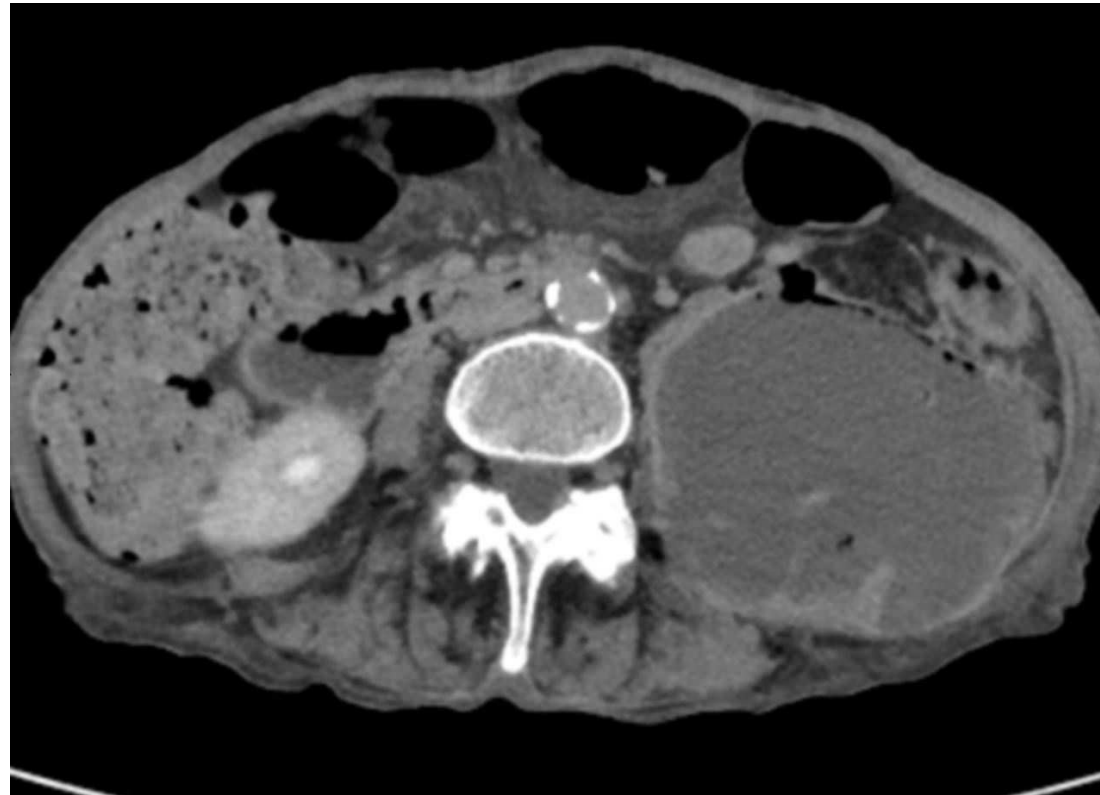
Paciente masculino de 62 años con fiebre persistente y dolor lumbar derecho. En la TC con contraste se identifica lesión hipodensa en el parénquima renal, de contornos relativamente definidos y con discreto realce periférico, compatible con absceso renal como complicación de pielonefritis.
